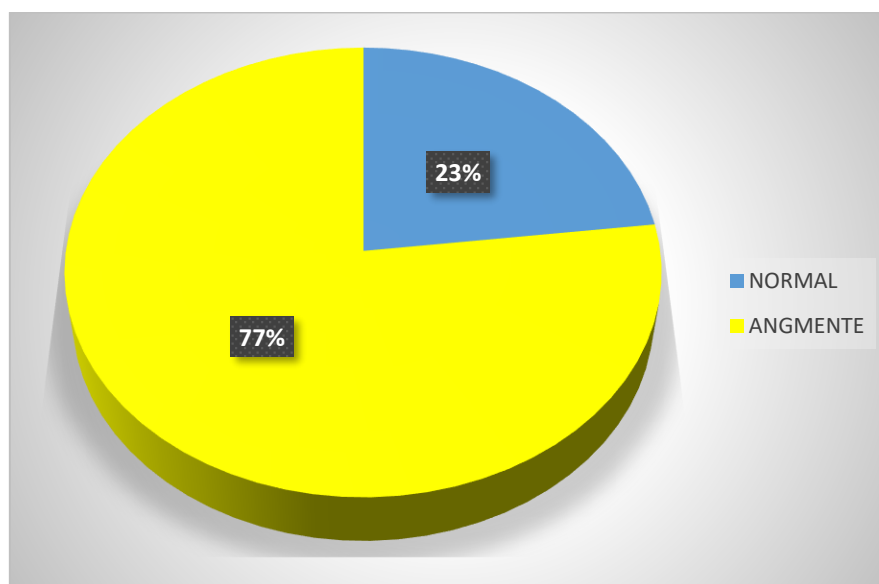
Répartition selon le taux de lactate artérielle des patients monitorés par échocardiographie.
